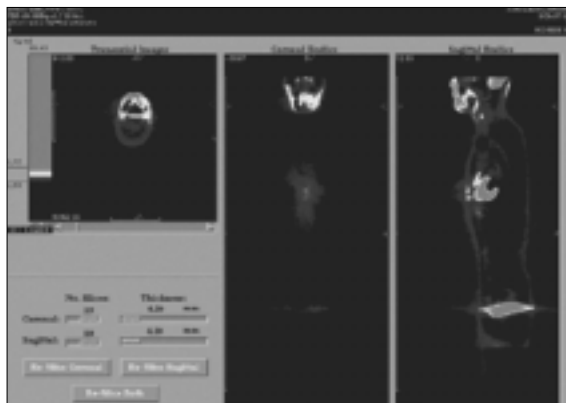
Case of detection of subclinical recurrence in follow-up check. The whole body FDG-PET scan shows small high metabolic area in the left floor of mouth. But, other diagnostic methods missed this lesion. Because of early subclinical detection, treatment to it could be done with only simple excision.
